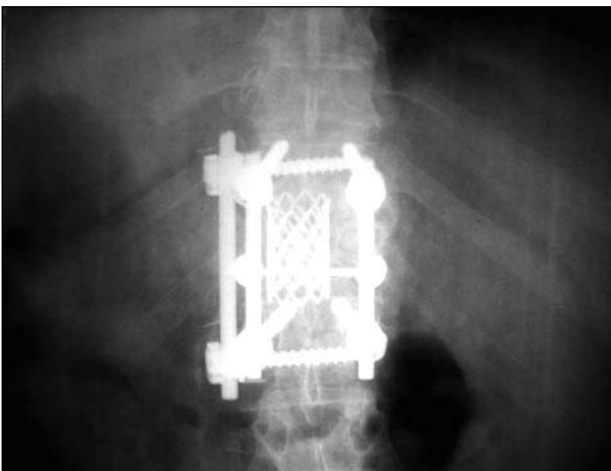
Radiografía de frente. Doble abordaje.
